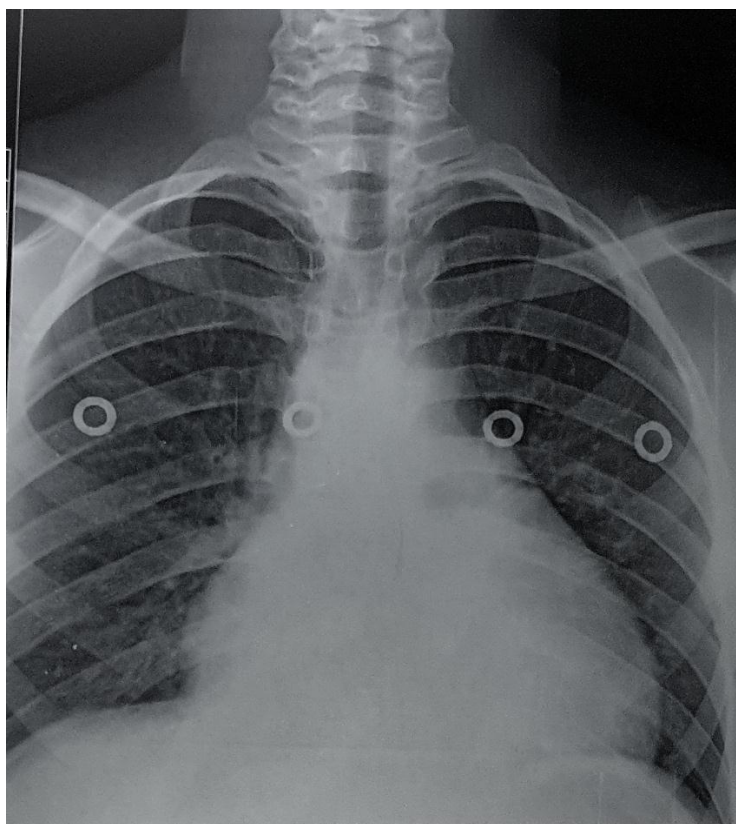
Radiographie thoracique montrant une cardiomégalie, aspect en Bouteille d'eau, chez un patient souffrant d'un épanchement péricardique >200ml*
